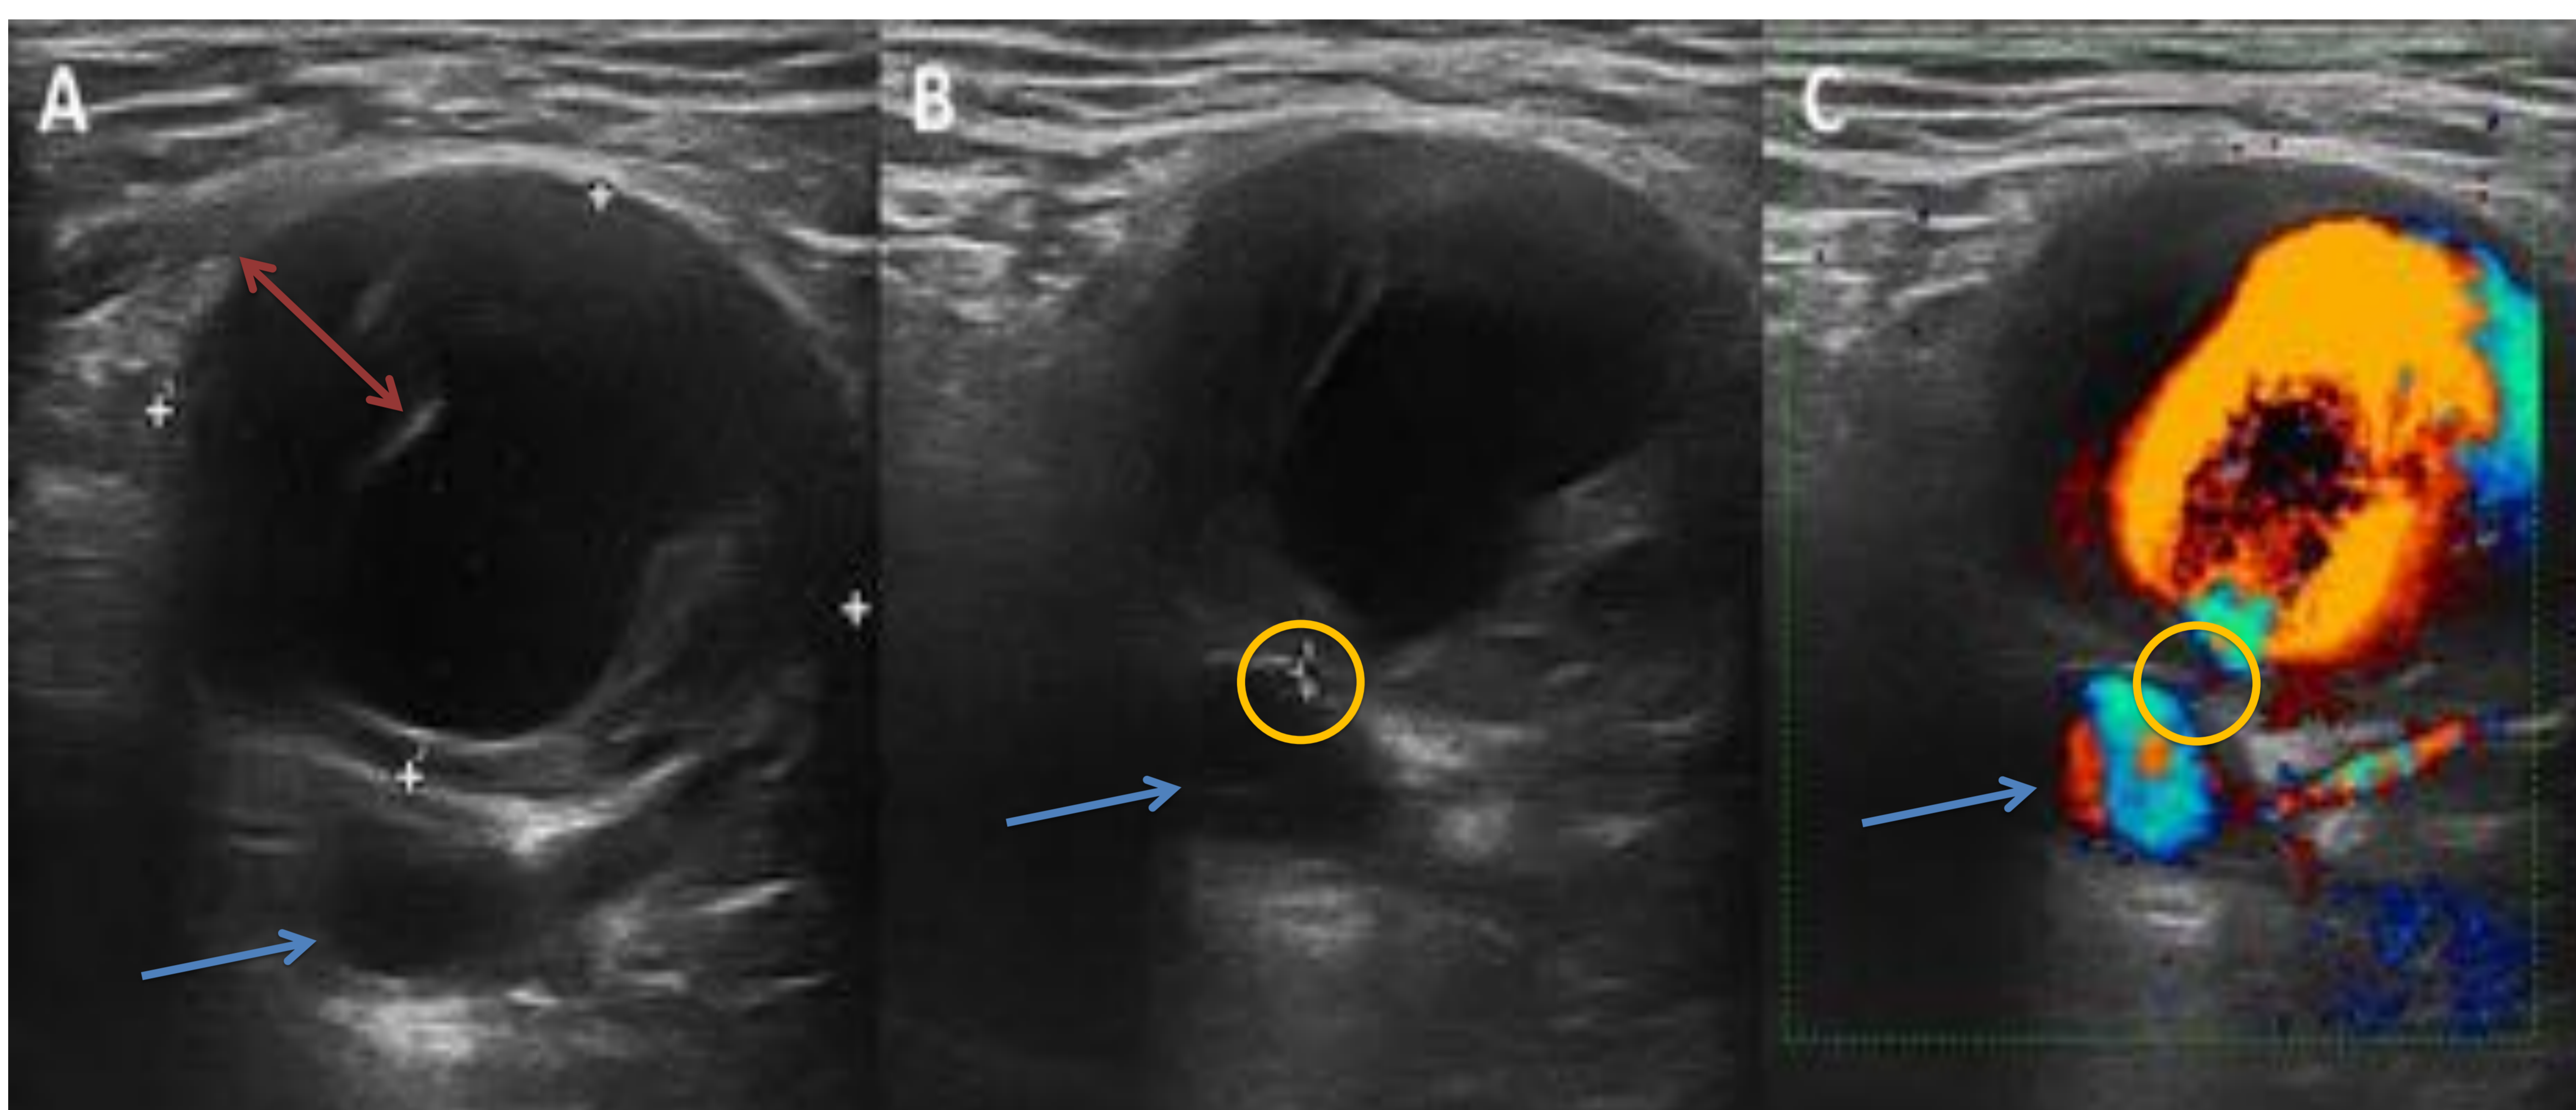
PSA femoral parcialmente trombosado. (A,B) En las imágenes de ecografía en modo B podemos estudiar la presencia de trombos en el interior del PSA (flecha de doble punta), el tamaño del saco (cruces en A) y del cuello (cruces en B). (C) La ecografía Doppler nos permite el estudio de los signos típicos. Círculo: cuello. Flecha: arteria femoral.
